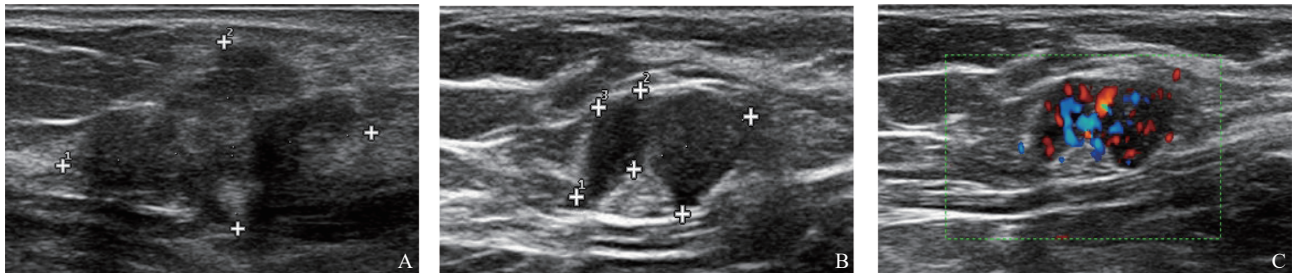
典型患者2（患者，女性，48岁，腋窝淋巴结阳性）肿块及淋巴结的超声图像
